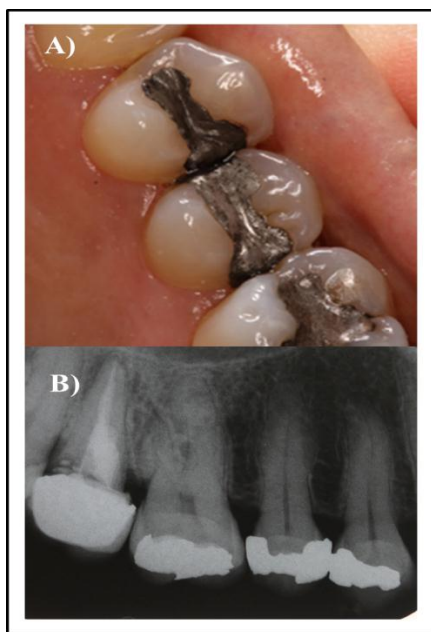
A) Vista intraoral das restaurações de amálgama B) Radiografia periapical.
